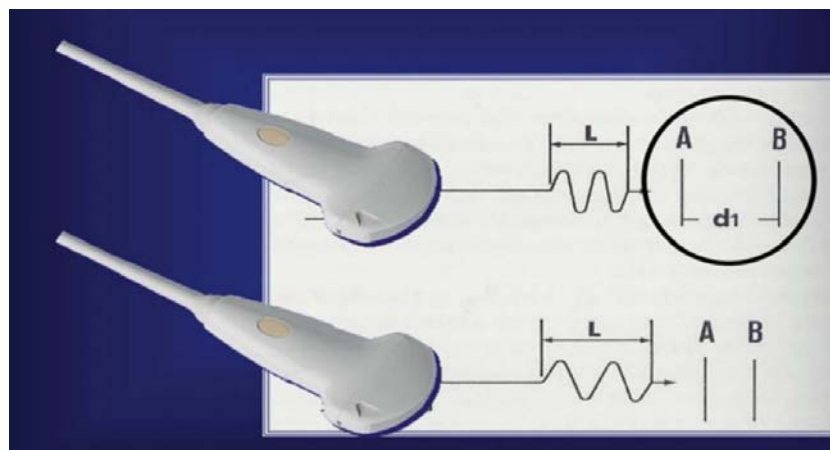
Résolution axiale : capacité du système à différencier deux structures qui se trouvent à des profondeurs différentes le long de l'axe du faisceau d'ultrasons et qui dépend de la longueur d'impulsion.
